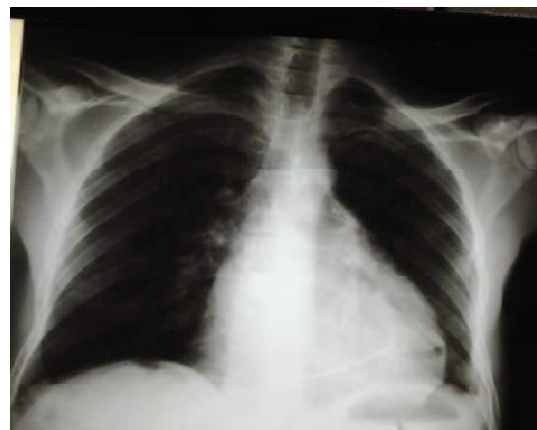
Radiographie pulmonaire de face à J2 post-drainage péricardique
